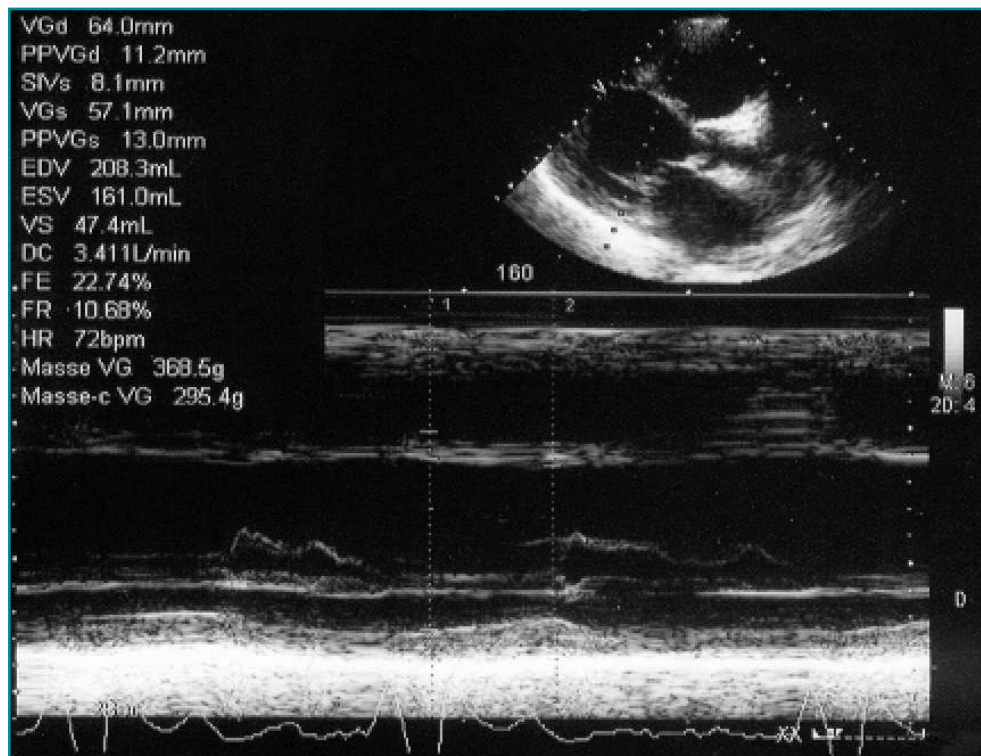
Pouvez-vous analyser cette coupe TM parasternale grand axe? Diamètre télédiastolique du ventricule gauche = 64 mm, diamètre télésystolique = 57 mm.
